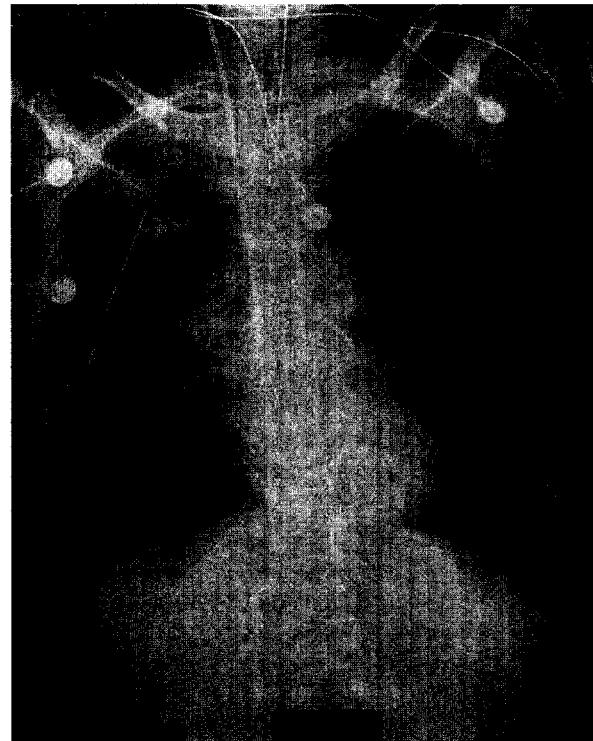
Chest radiograph obtained on the second postoperative day shows bilateral airspace consolidation, especially in right upper lung, suggesting pulmonary edema.
